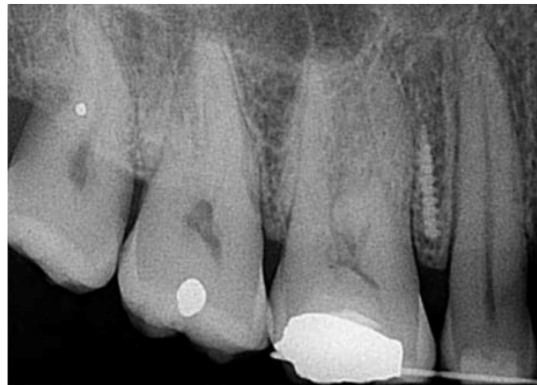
Radiographie montrant la fracture de la mini-vis. [72]
